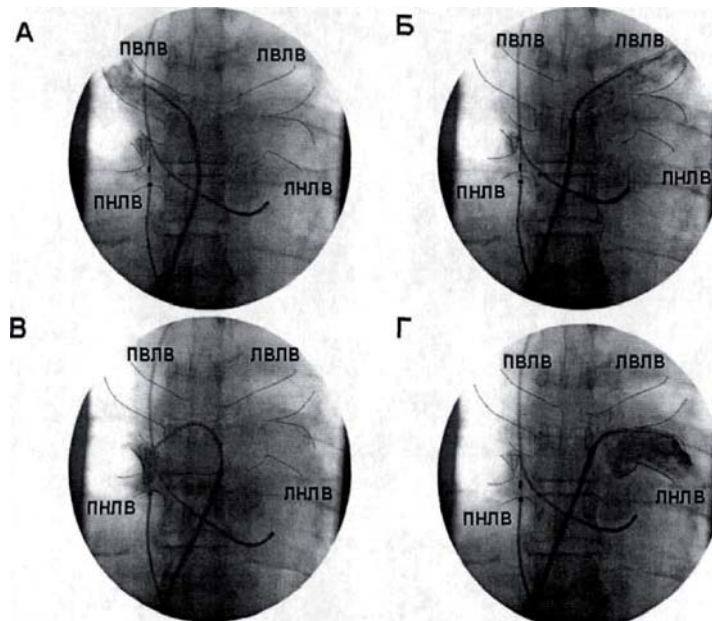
Рентгенограммы пациента. Пунктирными линиями обведены контуры ЛВ. А — контрастирование правой верхней легочной вены; Б — контрастирование левой верхней легочной вены; Г — контрастирование правой нижней легочной вены; Д — контрастирование левой нижней легочной вены.
